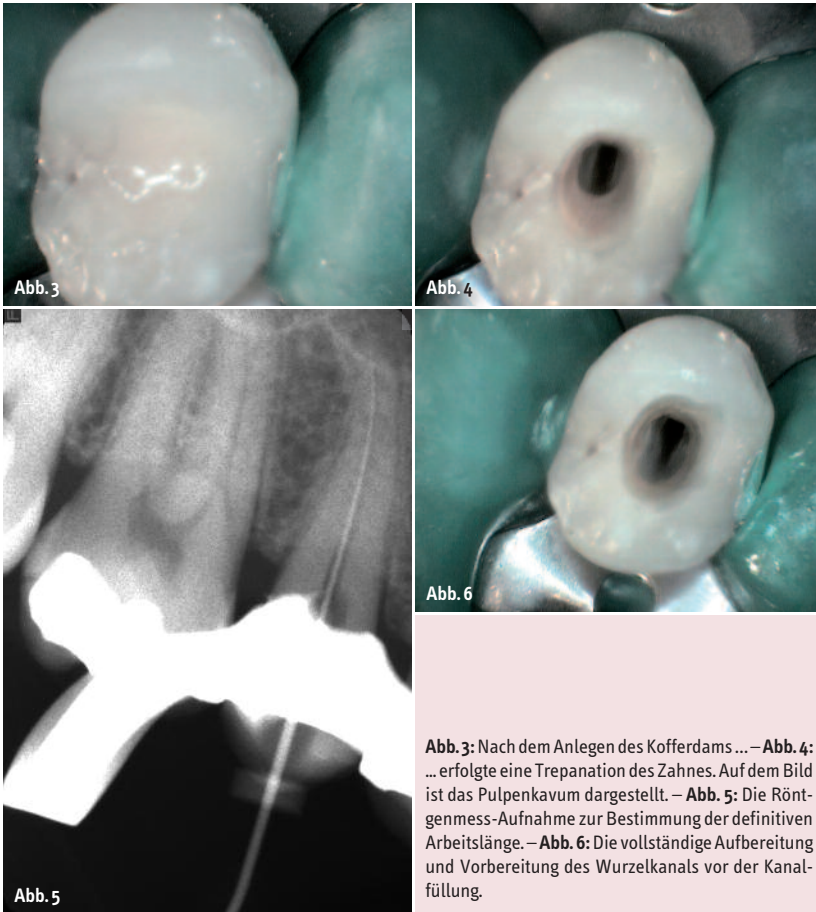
Nach dem Anlegen des Kofferdams... – Abb. 4: ...erfolgte eine Trepanation des Zahnes. Auf dem Bild ist das Pulpenkavum dargestellt. – Abb. 5: Die Röntgenmess-Aufnahme zur Bestimmung der definitiven Arbeitslänge. – Abb. 6: Die vollständige Aufbereitung und Vorbereitung des Wurzelkanals vor der Kanalfüllung.
